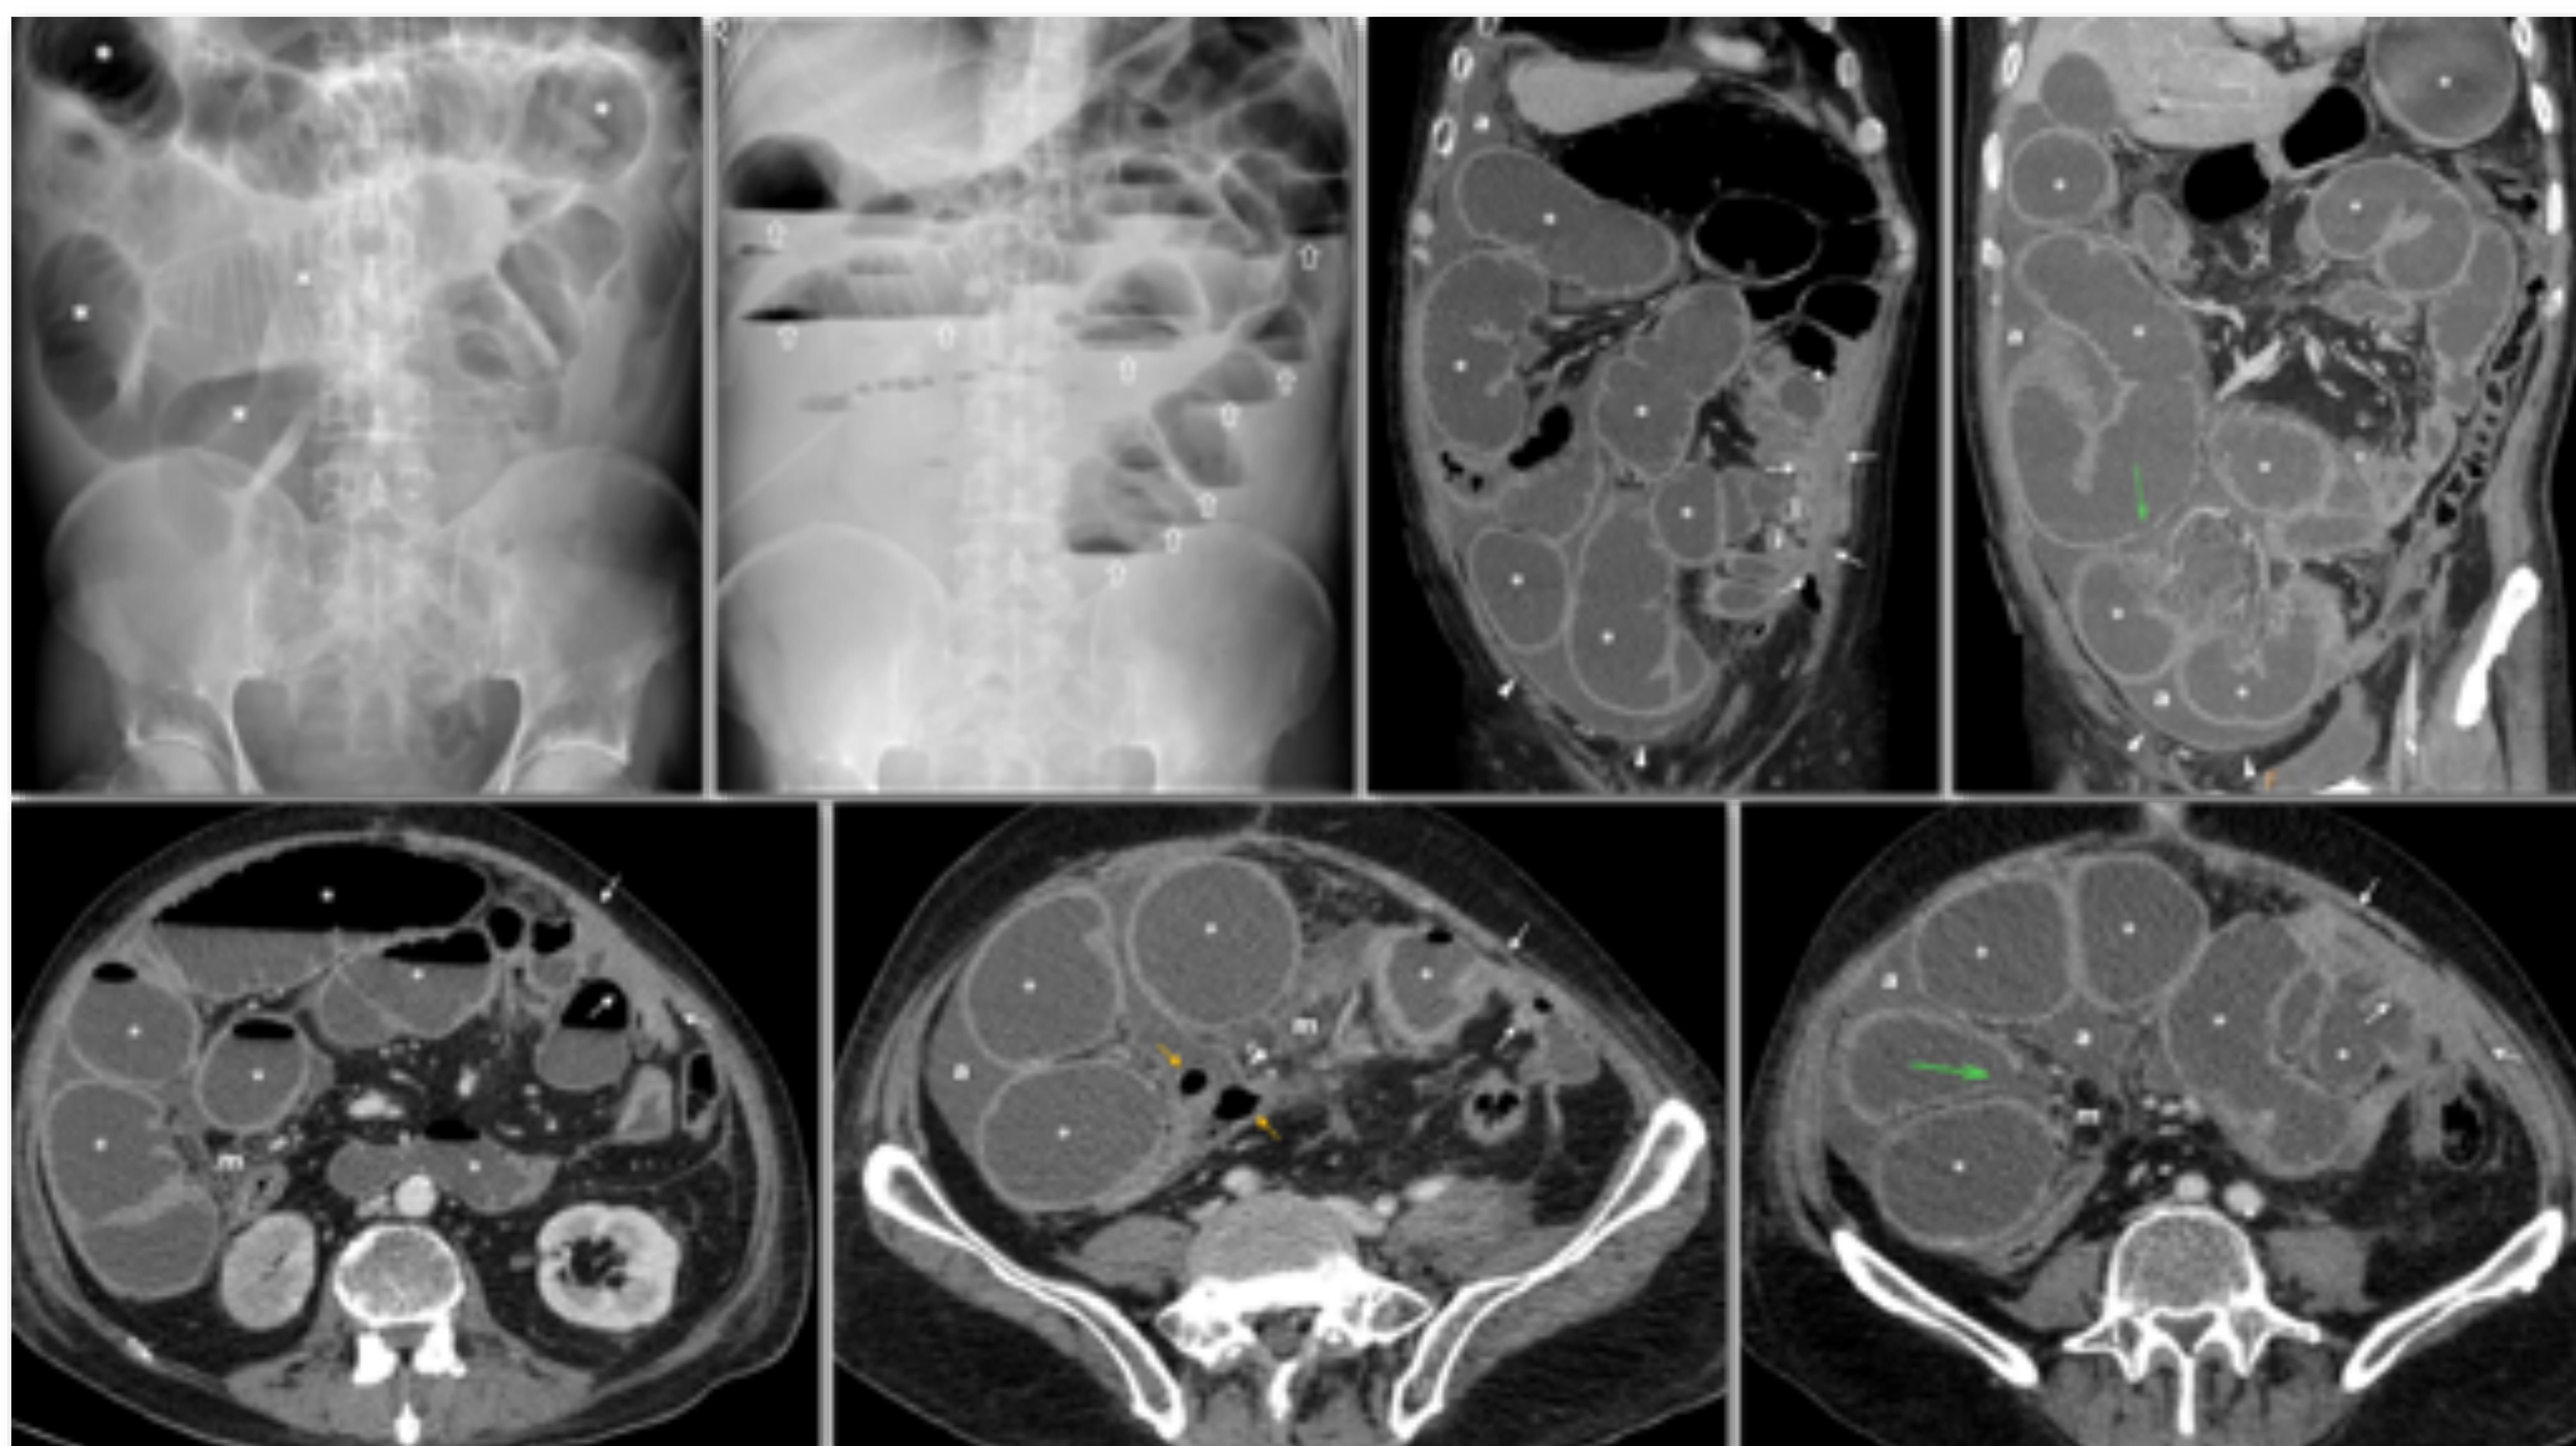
Varón de 61 años con antecedente de carcinoma de colon estadio IV por metástasis pulmonares. Acude a Urgencias con vómitos intensos, dolor abdominal, peritonismo y datos de importante afectación inflamatoria sistémica en la analítica. En la Rx en supino se aprecia importante dilatación del intestino delgado (*), con abundantes niveles hidroaéreos escalonados en bipedestación (flechas huecas), sugiriendo obstrucción de intestino delgado. La TC confirma la dilatación gástrica y del intestino delgado proximal, con una ocupación intraperitoneal con escaso componente de masa de partes blandas en flanco y vacío izquierdos (flechas blancas) hacia la que confluyen varios tramos intestinales, mientras que los distales (i) están colapsados. Se comporta como una obstrucción en asa cerrada, con varios tramos de intestino delgado atrapados y un tramo intermedio masivamente dilatado, con edema mesentérico y líquido peritoneal entre asas. En un punto de la pared de este tramo intestinal hay un defecto focal de realce, coincidiendo con una pérdida de la tensión (flechas verdes) y con una pequeña cantidad de gas extraluminal adyacente (flechas naranjas). Estos hallazgos sugieren perforación. Hay también ascitis (a) con realce lineal del peritoneo en algunas zonas (cabezas de flecha), en relación con peritonitis. En la cirugía urgente se comprobó la existencia de un bloque tumoral intraperitoneal en vacío y flanco izquierdos, que atrapaba varios tramos intestinales, con gran dilatación intermedia, perforación diastásica y peritonitis. Se realizó lavado y una resección amplia. El paciente persistió séptico hasta su fallecimiento en unos días.
